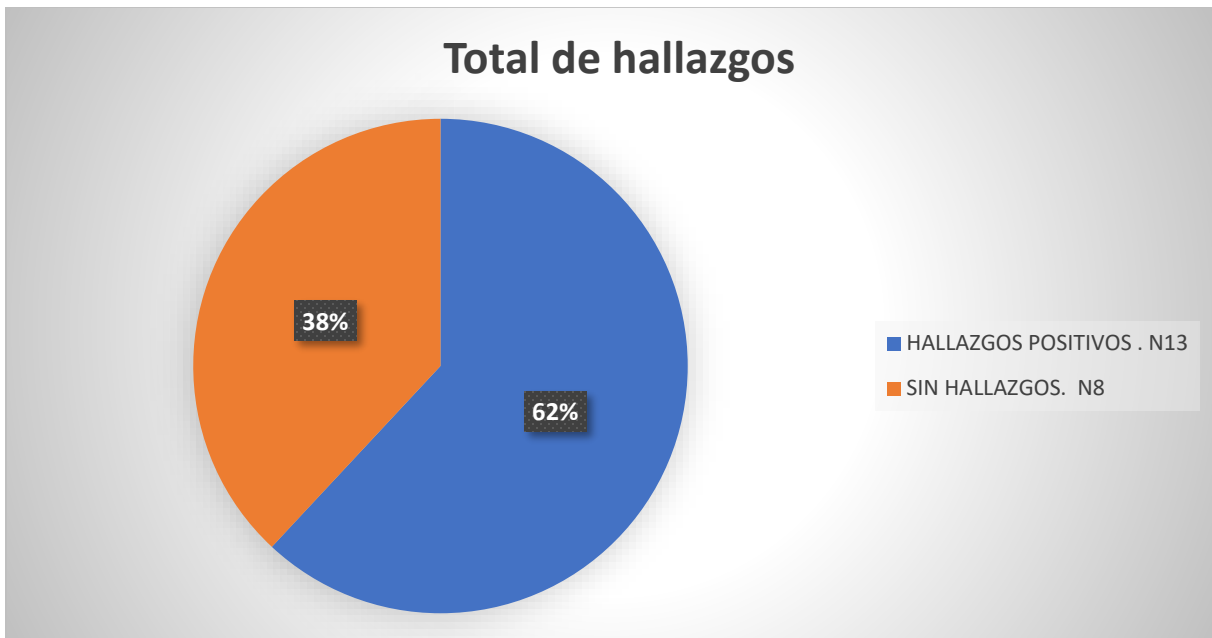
Frecuencia de afección craneal por RM
